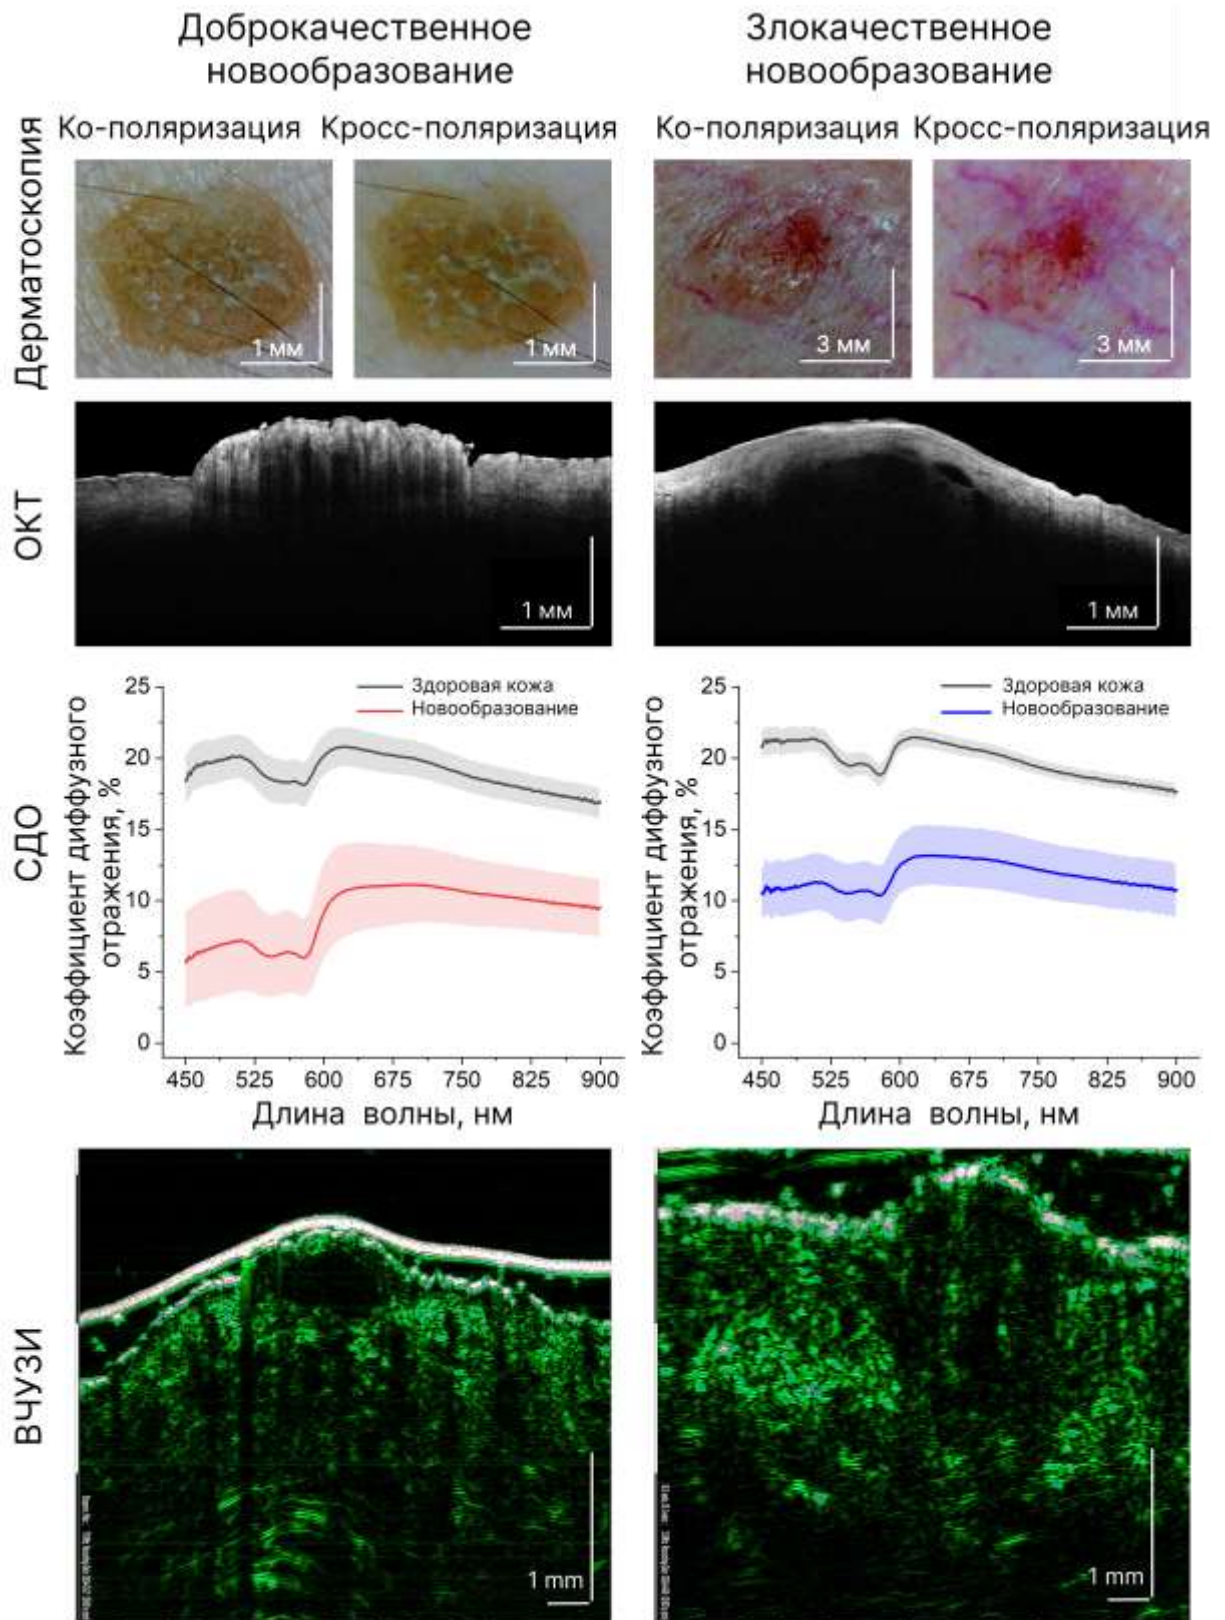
Примеры дерматоскопических изображений в ко- и кросс-поляризованном свете, ОКТ-изображений, СДО и ВЧУЗИ-изображений ДН и ЗН и близко и/или симметрично расположенного участка условно здоровой кожи.
